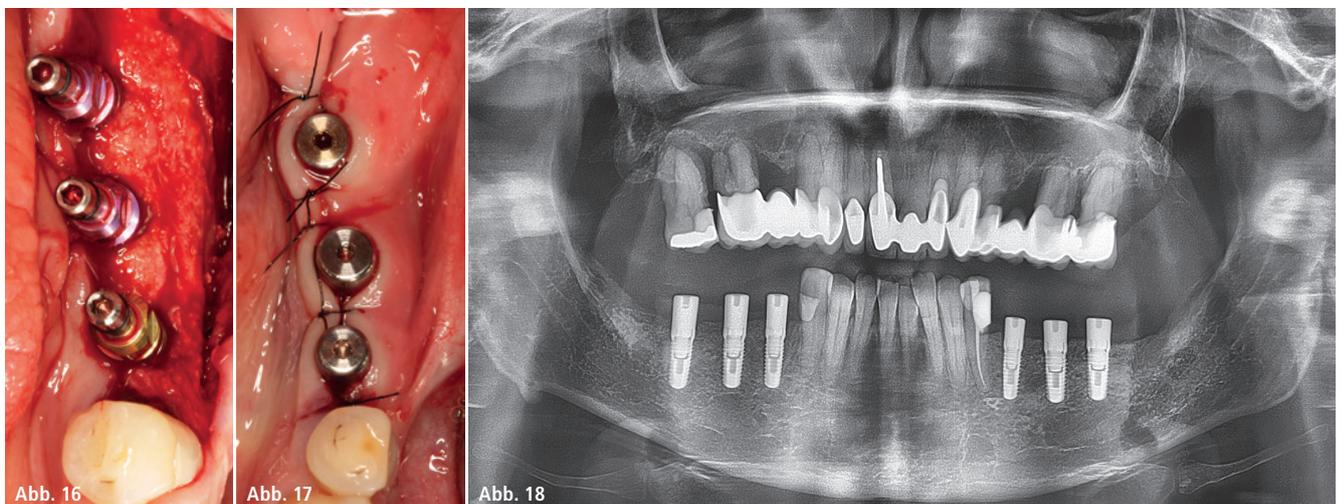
Paralleles Setzen der Implantate. – Abb. 17: Spannungsfreier Wundverschluss. – Abb. 18: Korrekte Positionierung der Implantate im postoperativen Röntgenbild.
